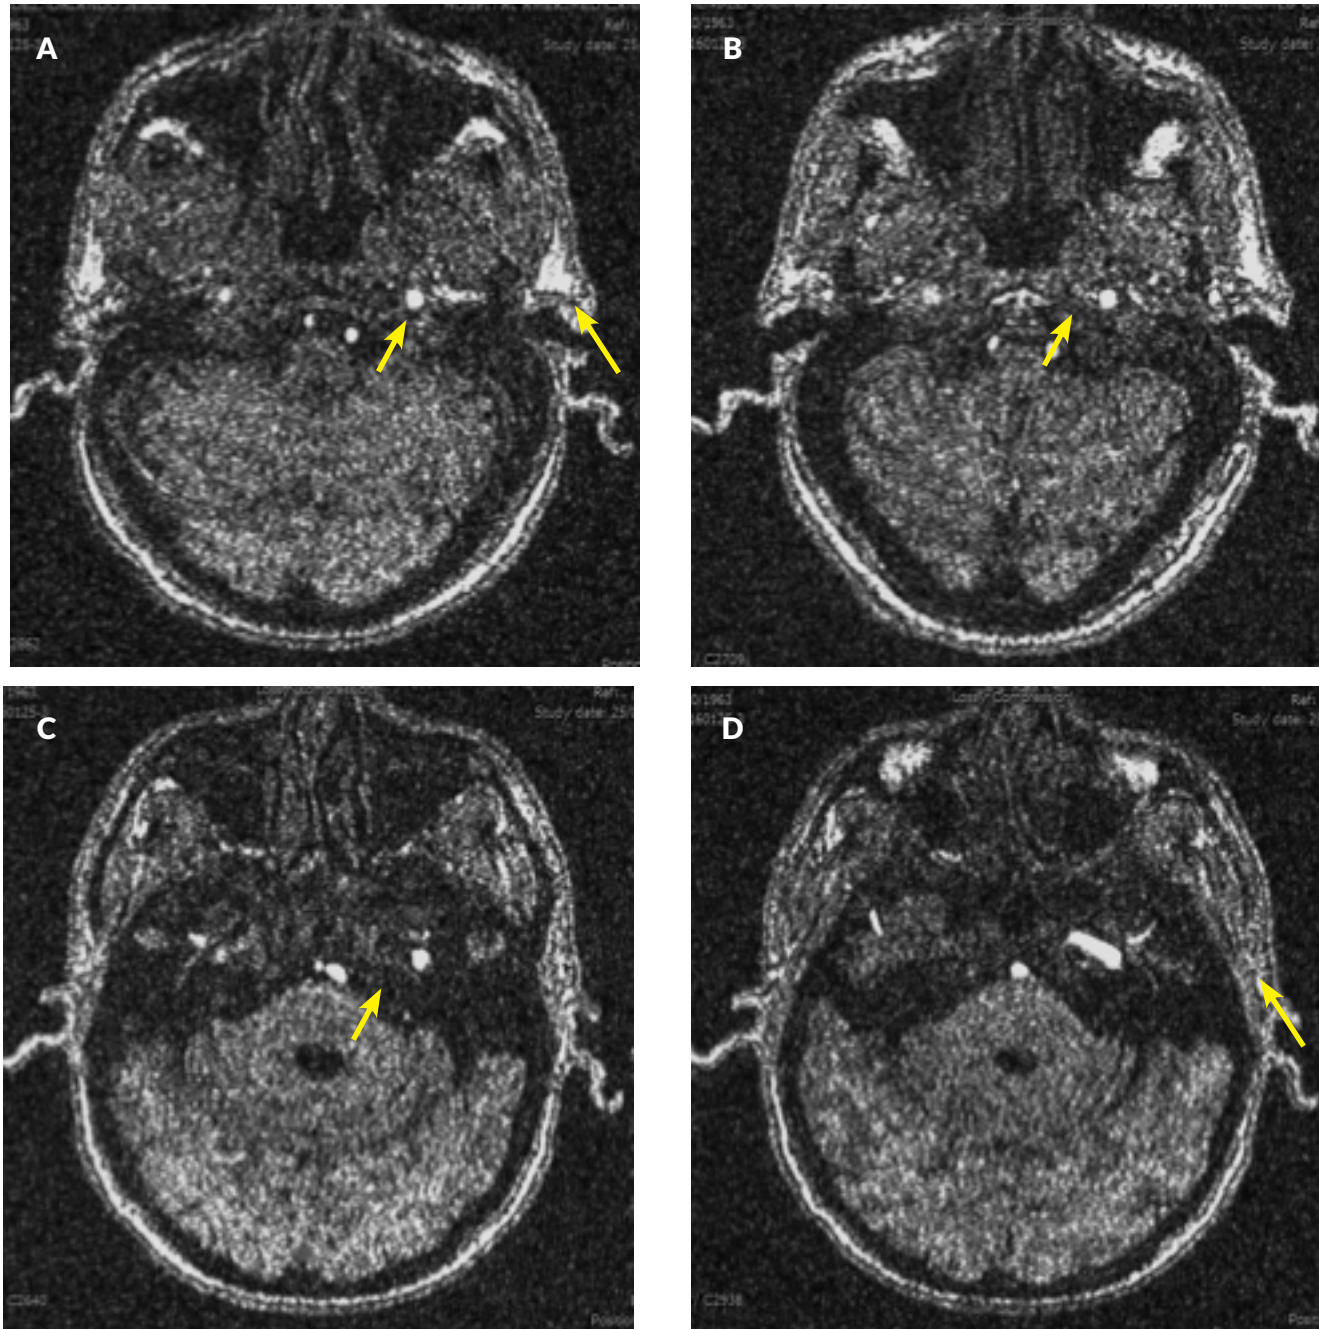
Angiorresonancia cerebral en tiempo en vuelo (TOF, por sus siglas en inglés) (A). Se observa zonas hiperintensas que corresponden a las arterias carótidas comunes izquierda y derecha respectivamente (B). Presencia de tejido linfoproliferativo que condiciona a observar la arteria carótida común derecha heterogénea (C). Se observa ausencia de arteria carótida derecha (D). Se observa inicio del polígono de Willis en sus componentes izquierdos con ausencia de los derechos.
